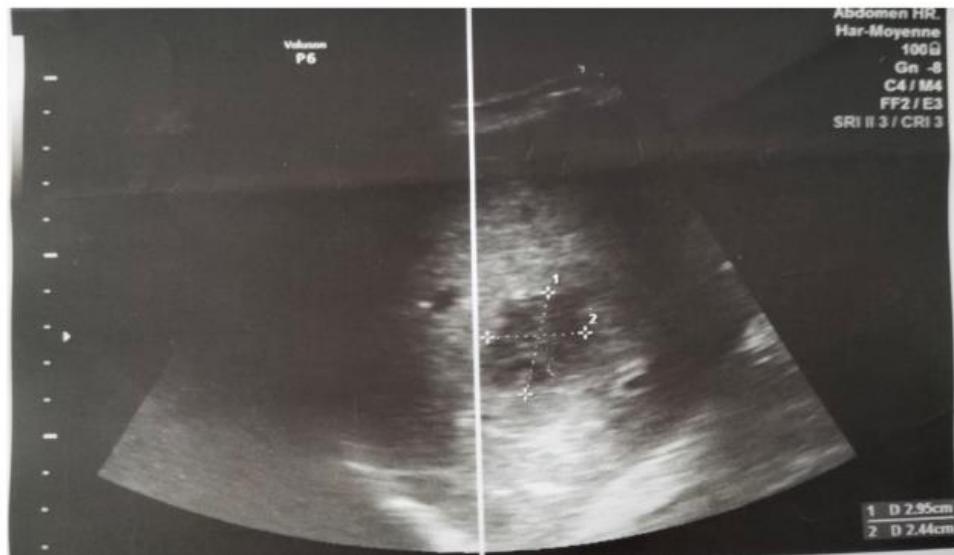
image échographique montrant des collections hypoéchogène hétérogène, confluentes par endroits non vascularisé au doppler couleur, localisées dans les segments VI et VII du foie.
